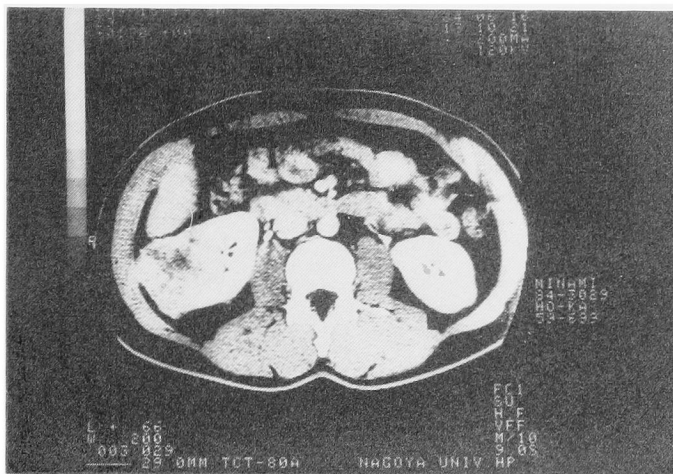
腹部 CT. 右腎外側に充実性の tumor を認める.
